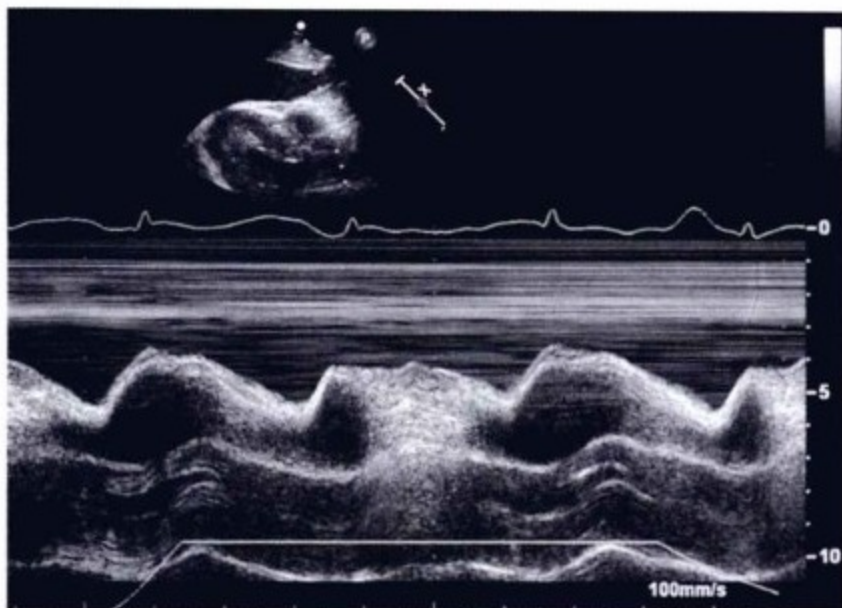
胸骨旁心室长轴 M 型超声。由于心包压塞,舒张期右心室塌陷。正常情况下,由于心室充盈,右心室和流出道应该是扩张的。吸气相(呼吸运动轨迹),由于静脉回流加强,右心室塌陷部分缓解。
